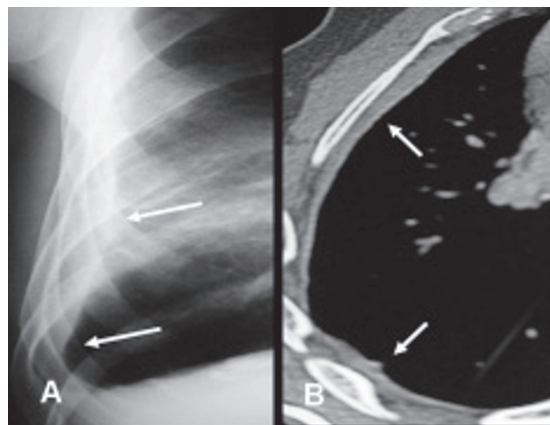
A. Espessamento pleural difuso relacionado com o asbesto. Espessamento contínuo da pleura da parede torácica direita na radiografia de tórax, obliterando o seio costofrénico lateral (setas). B. TCAR demonstrando espessamento contínuo da pleura direita (setas), compatível com espessamento pleural difuso relacionado com o asbesto.
